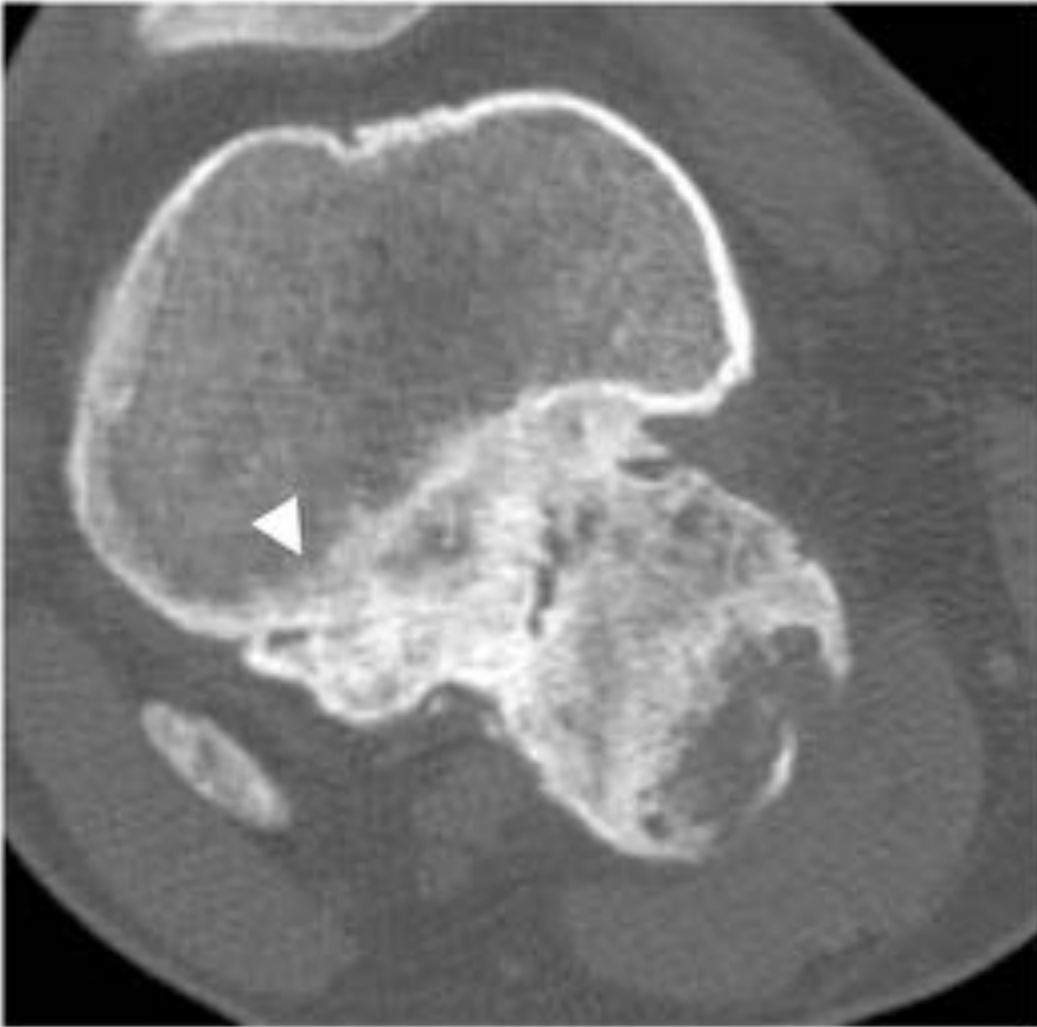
TC de rodilla en plano axial en el mismo paciente de las figuras 3 y 6. En este plano se visualiza mala definición de la cortical y un área de esclerosis de la medular periférica, lo que sugiere posible afectación de la misma (punta de flecha). El diagnóstico AP fue de POPB.
